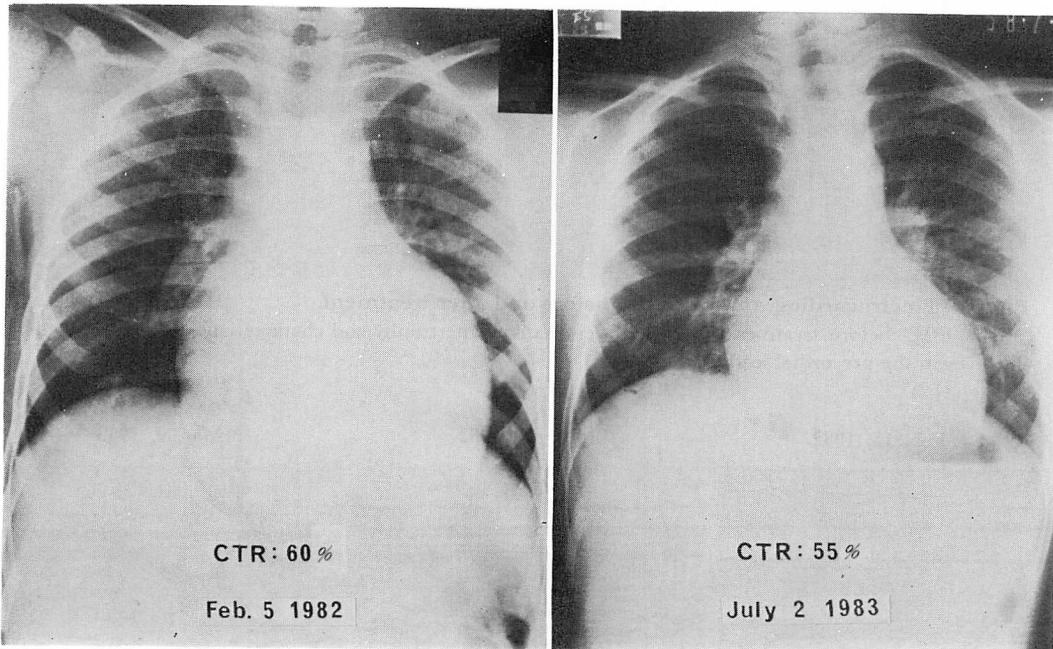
Chest radiographs of Case 1 before and after treatment.
